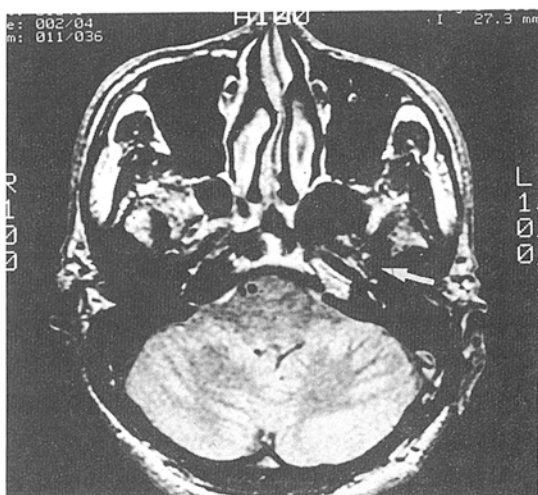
Axial T1 MRI. post mastoidectomy state. The mass(white arrow) that has hypointense signal was noted on anterior petrous apex.
